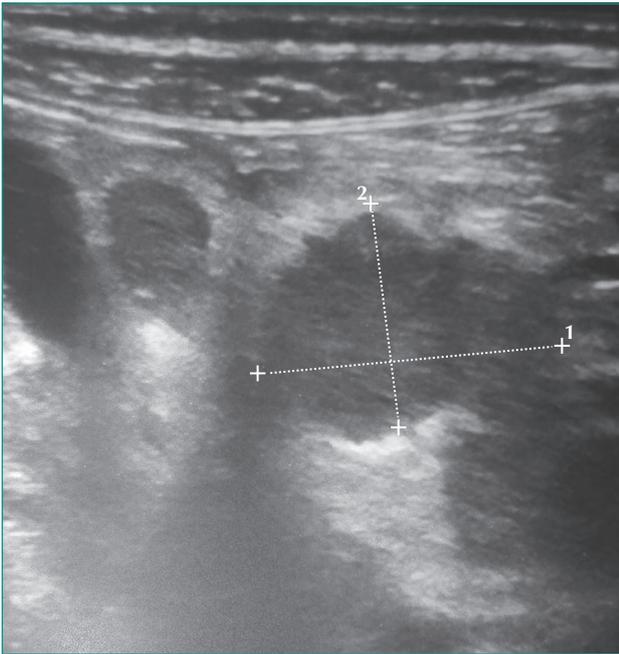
Image échographique de la thrombose de la veine poplitée gauche chez notre patiente.
